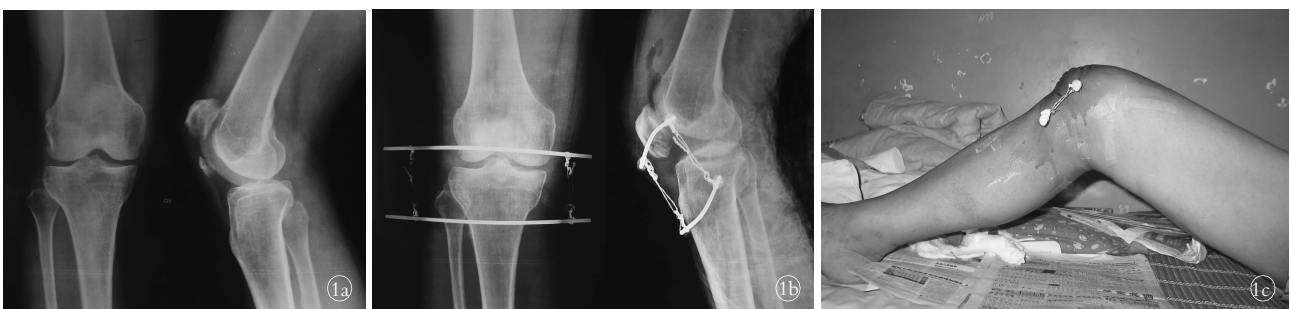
男,61岁,髌骨下极骨折 1a. 术前正侧位X线片 1b. 编织缝合线缝合骨折术后正侧位X线片 1c. 术后7d外观
